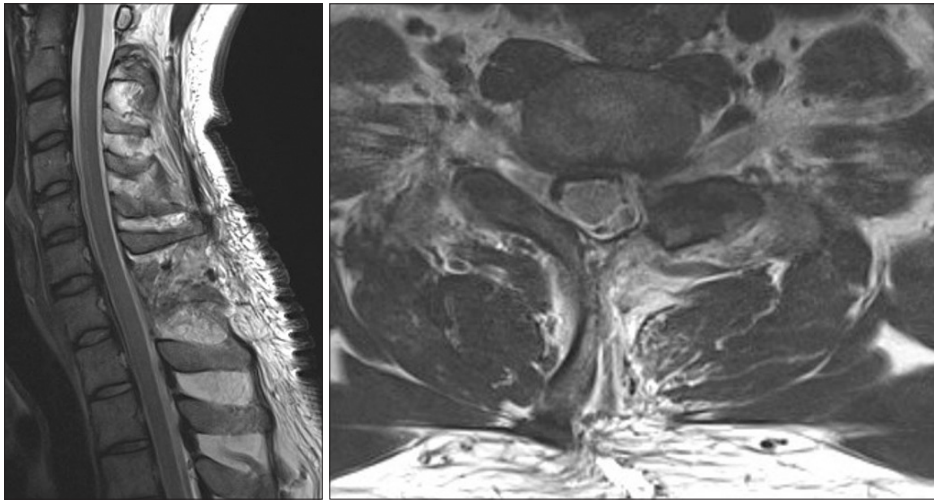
On postoperative magnetic resonance imaging, the osteochondroma was removed and the spinal cord was decompressed.
